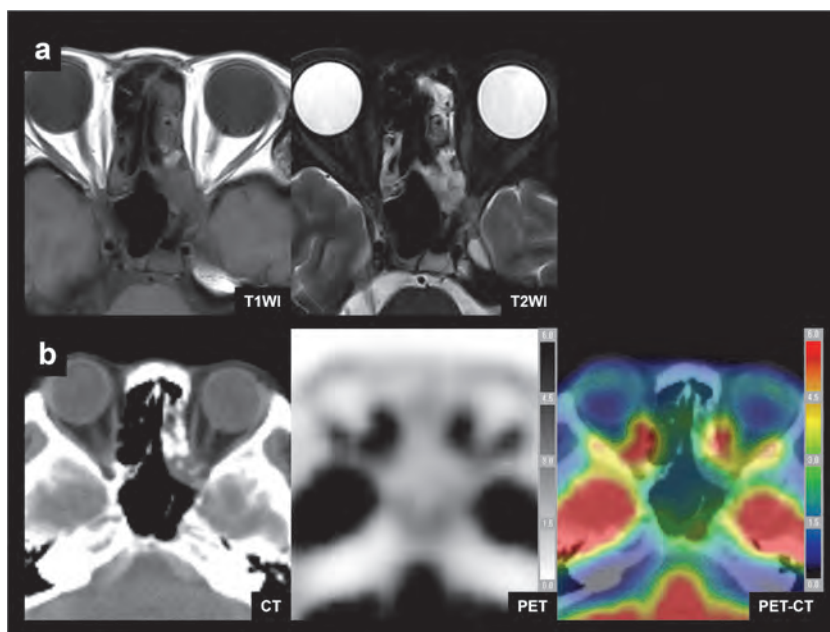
治療後3年時における画像所見：T1WI及び脂肪抑制T2WI (a)；CT, PET及びPET/CT, スケールはSUVを示す (b)
